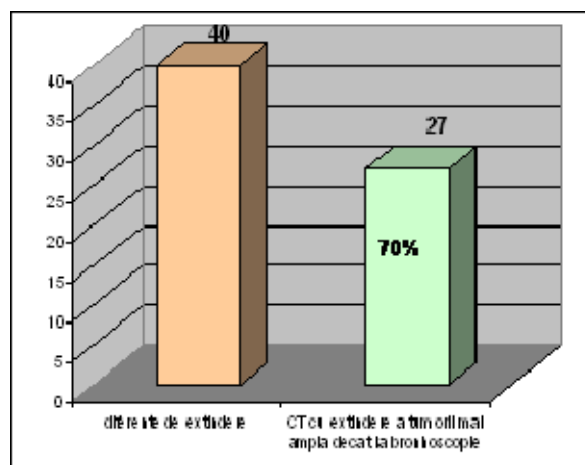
CT cu extindere a bronhoscopiei mai amplă decât la bronhoscopie
